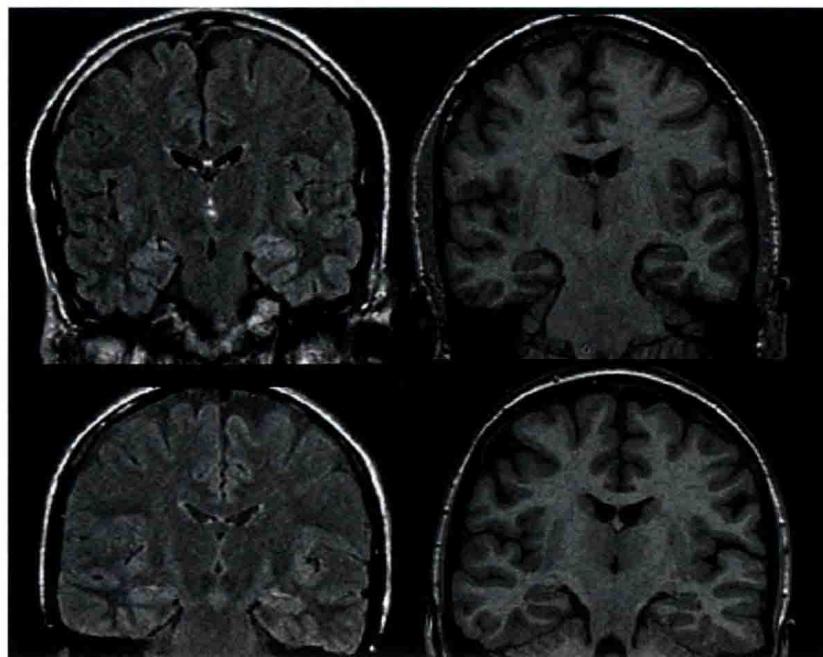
MRI回顾而显示可疑性异常的例子。上方图框为FLAIR(左)和T1-SPGR(右)的影像,提示左侧海马信号可疑异常,而萎缩不明显。下方图框亦为FLAIR(左)和T1-SPGR(右)的影像,左侧海马可疑萎缩而信号无异常(见参考文献[20];经出版商John Wiley and Sons授权转录)
